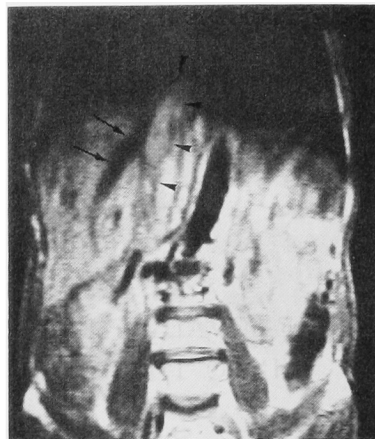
MRI shows the tumor thrombus in the inferior vena cava extending beyond the diaphragm into the right atrium. (►) Dilated intrahepatic vein is demonstrated. (→)
